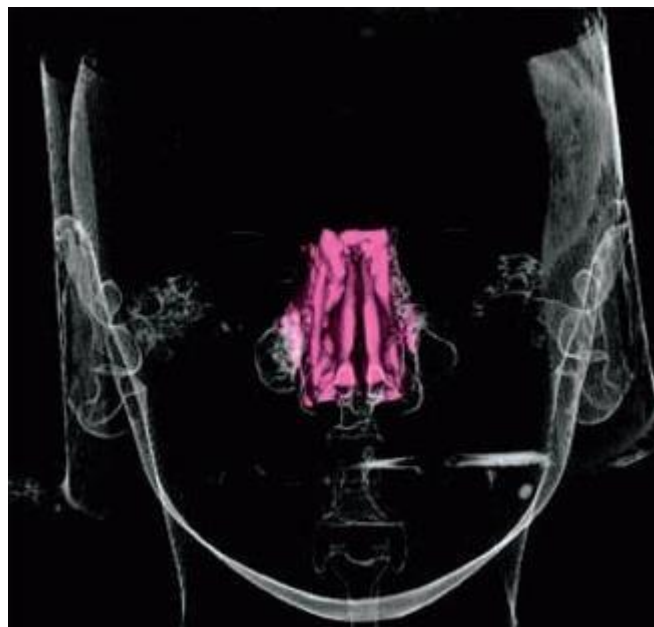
Tomografia computadorizada registrando o volume nasal pré disjunção maxilar
